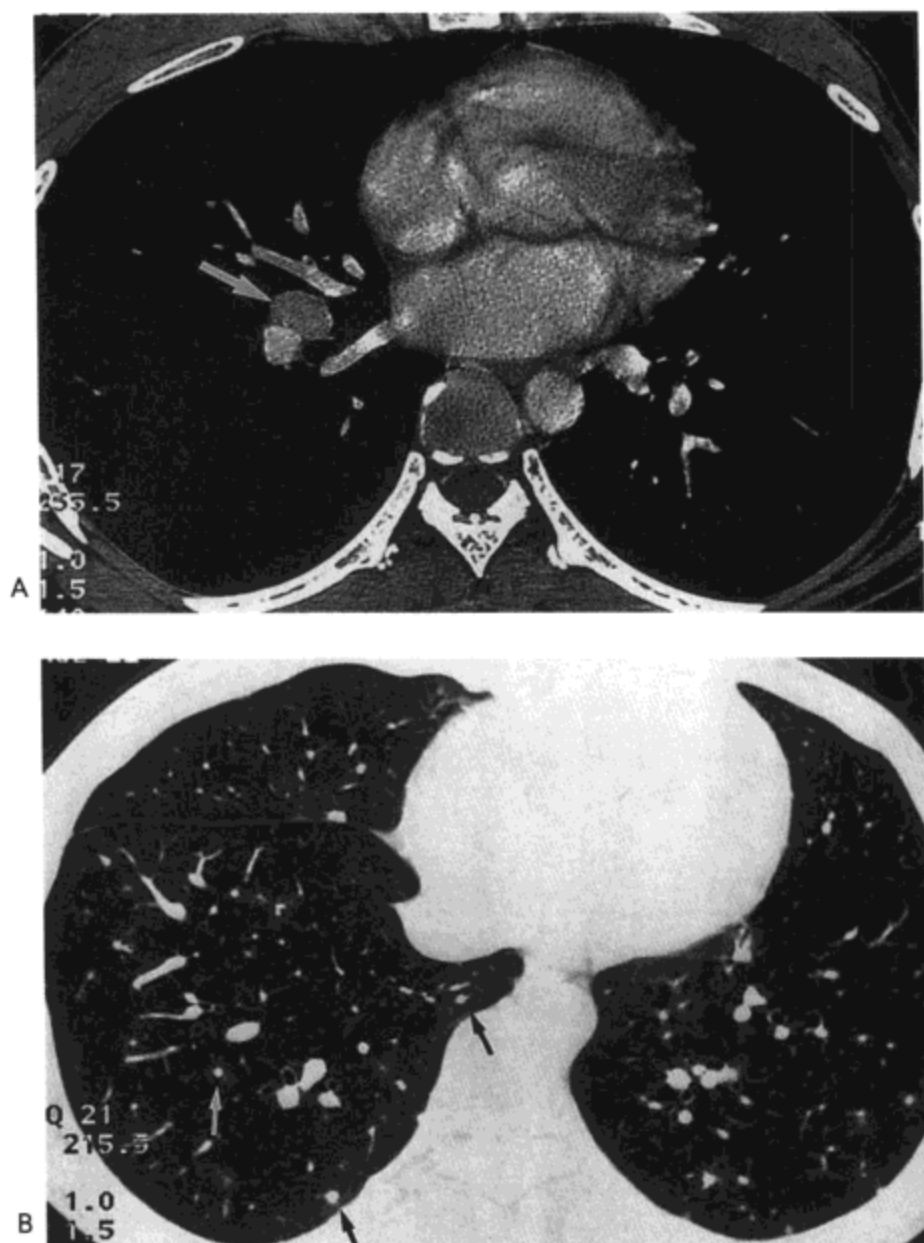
卡波奇肉瘤。A: 对比剂增强 CT 像 (1.5 层厚) 示右侧肺门淋巴结肿大 (箭号)。B: 更向足侧的扫描影像示小结节伴周围磨砂玻璃样密度晕 (箭号)。病人女, 29 岁, 肾移植后发生卡波奇肉瘤。
